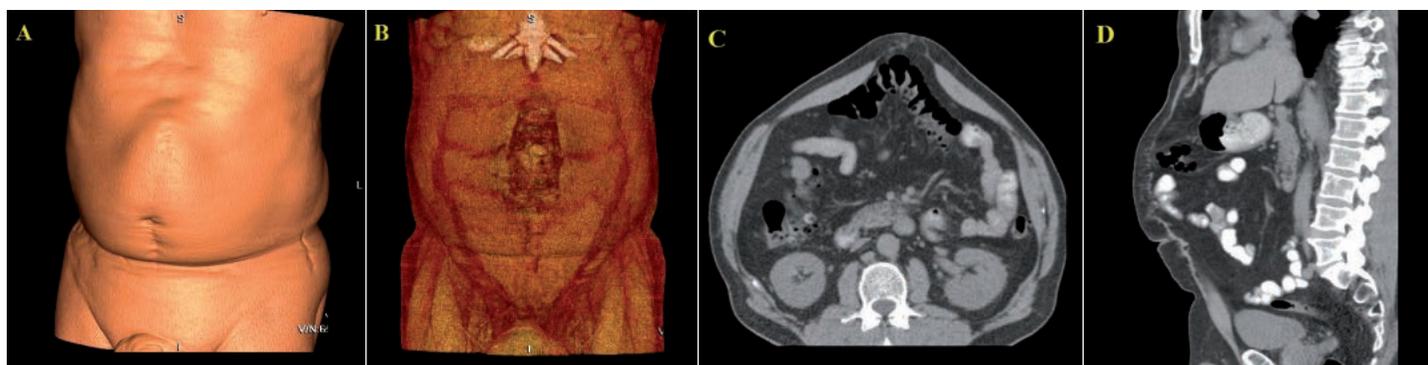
A y B) Reconstrucciones tridimensionales de TC en un paciente con sospecha clínica de eventración de línea media. C y D) Las imágenes fuente transversal y coronal demuestran una diástasis de los músculos rectos del abdomen y pequeños orificios en el área epigástrica sin herniaciones intestinales.
